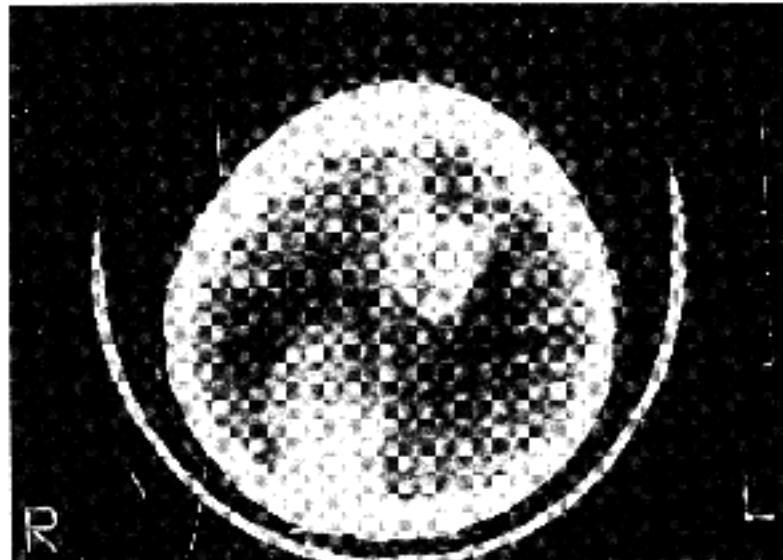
Brain CT shows homogenous increased density lesions with lobulation and peritumoral edema in left frontal and right parieto-occipital areas.
